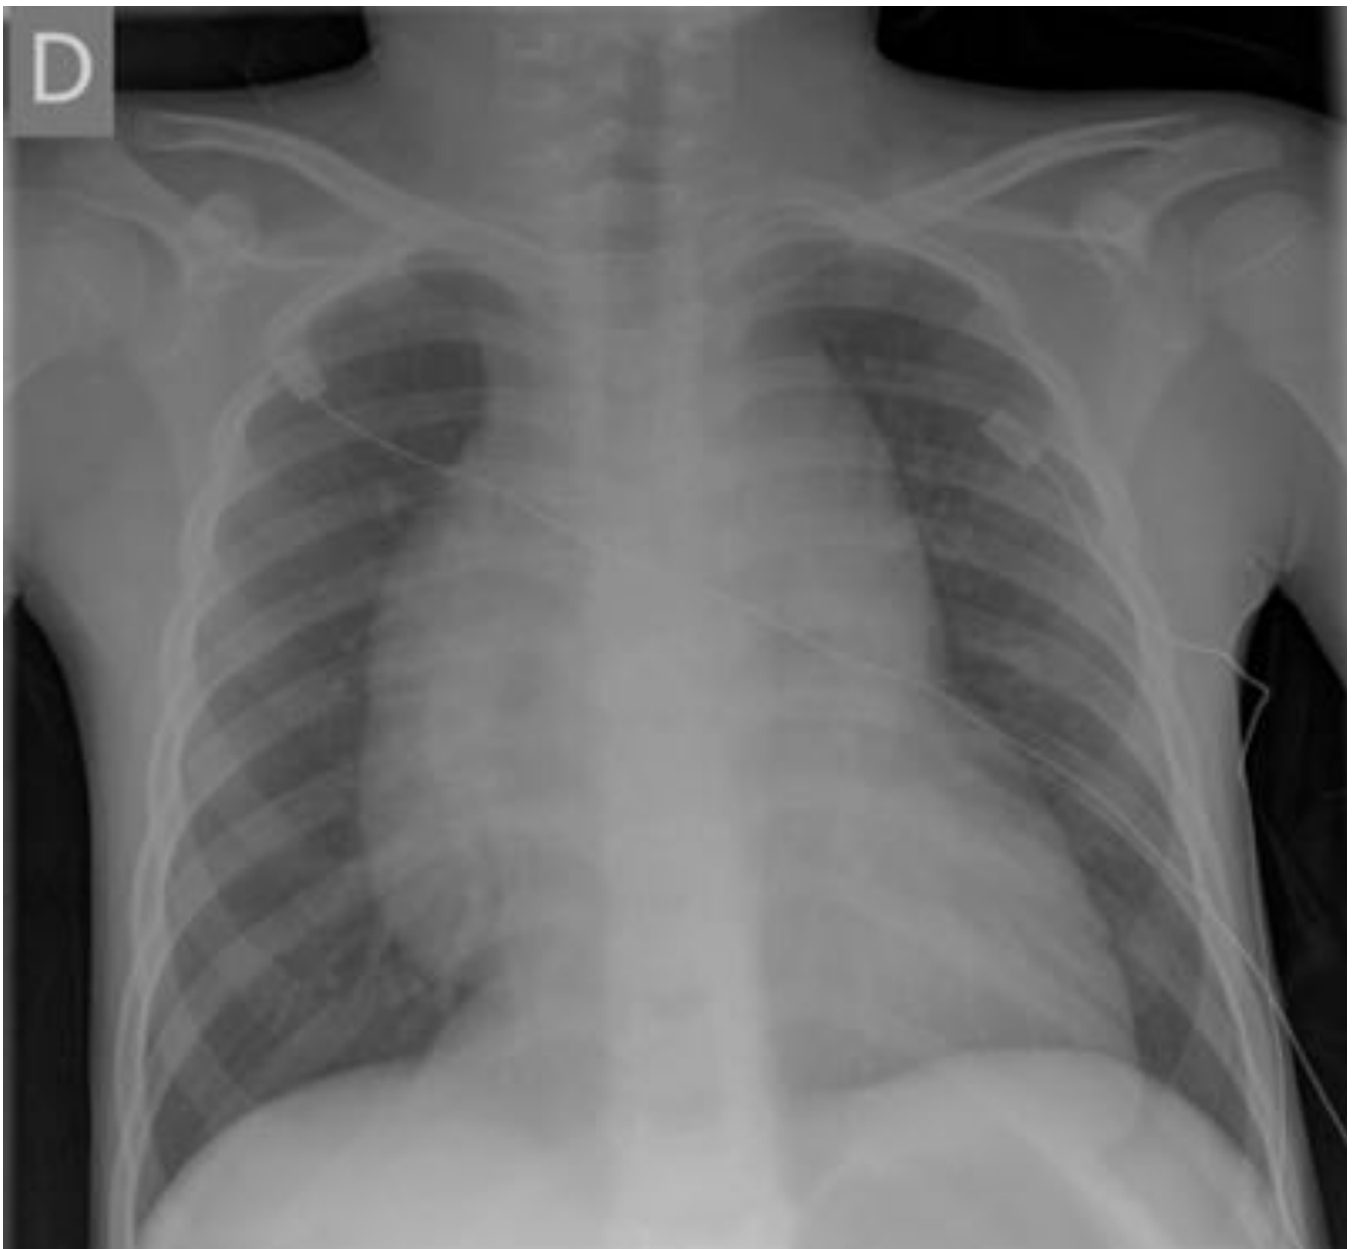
Radiografía de niño diagnosticado de LLA-T que muestra una masa mediastínica
